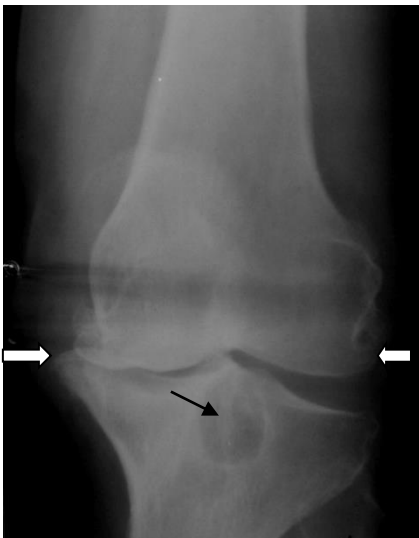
Рентгенограмма коленного сустава в прямой проекции. В области проксимального эпифиза большеберцовой кости имеется участок деструкции с нечеткими контурами (стрелка). Рентгеновская суставная щель коленного сустава деформирована. Уплотнение субхондральных участков бедренной и большеберцовой костей. Краевые костные разрастания (фигурные стрелки). Туберкулез большеберцовой кости в предартритической стадии. Деформирующий артроз коленного сустава
